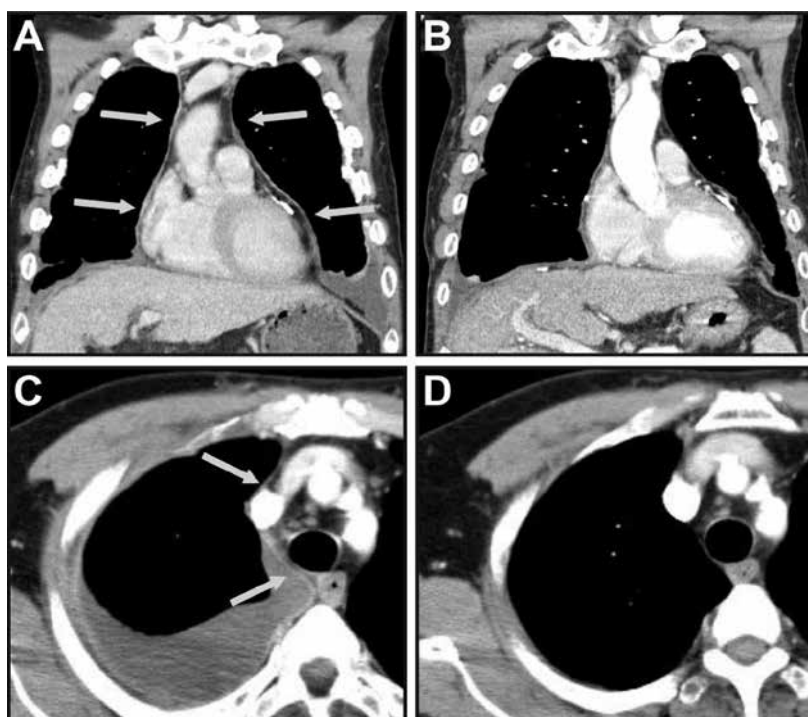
Changes in the contrast-enhanced CT scan features of a patient in the BAPE group (male, 64 years) with a 39-year history of asbestos exposure. (A) Coronal view of the patient at diagnosis, with visible bilateral mediastinal pleural thickening and left pleural effusion. (B) Coronal view of the same patient after two months, showing regression. (C) Another patient (male, 69 years) with a 42-year history of asbestos exposure. Axial CT scan at diagnosis, showing unilateral mediastinal pleural thickening and effusion in the right thorax (arrows). (D) Axial CT scan after three months of follow-up, showing regression.
